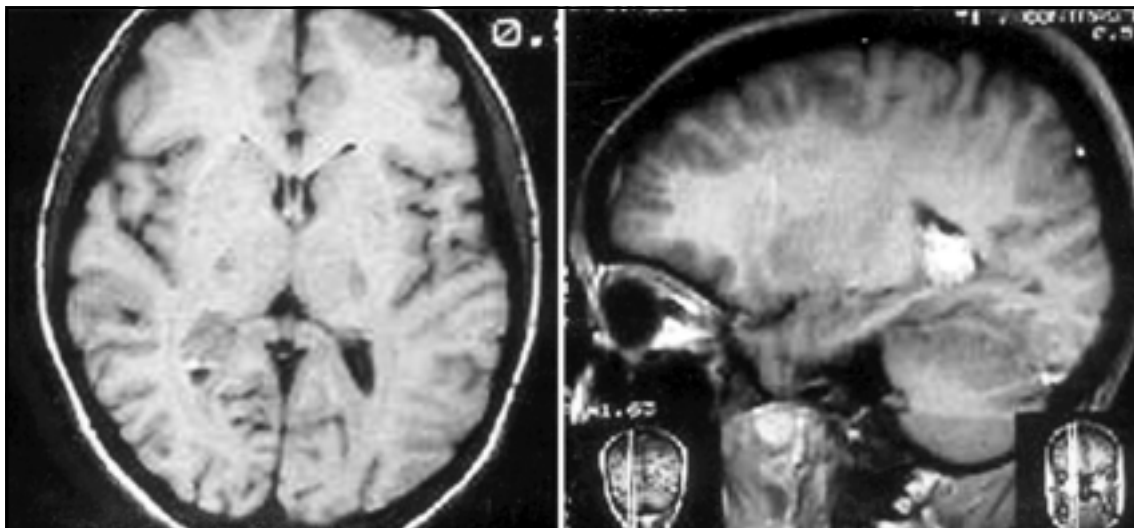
Ressonância magnética mostrando lesão de 15 mm, localizada no átrio do ventrículo lateral direito, isointensa ao córtex cerebral na sequência ponderada em T1 (a), e hiperintensa em T2 (b), com captação homogênea de contraste.
